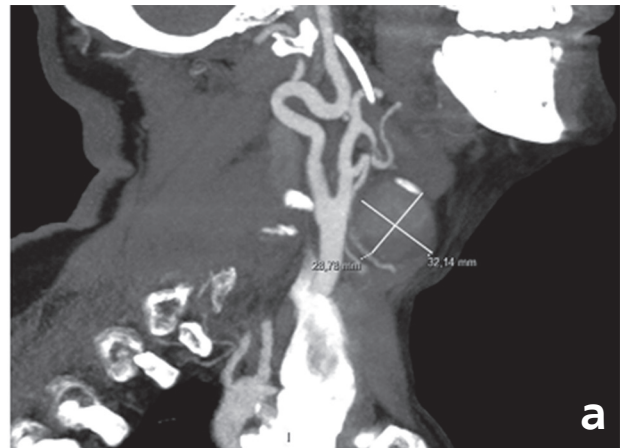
a y b. Angiotomografía computarizada de vasos de cuello: pseudoaneurisma de la rama tiroidea superior de la arteria carótida externa derecha, de 30 mm de diámetro.
